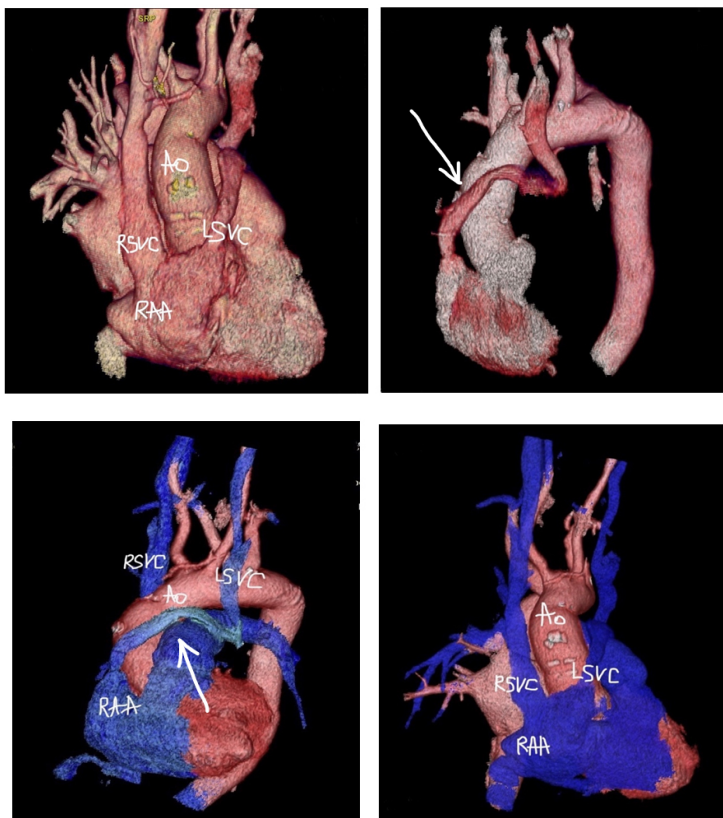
Післяопераційна комп'ютерна томографія (3-D реконструкція) демонструє відкритий функціонуючий кондуїт між додатковою лівою верхньою порожнистою веною та вушком лівого передсердя (вказано стрілкою). Ao – аорта, LSVC – додаткова ліва верхня порожниста вена, RSVC – права верхня порожниста вена, RAA – вушко правого передсердя
